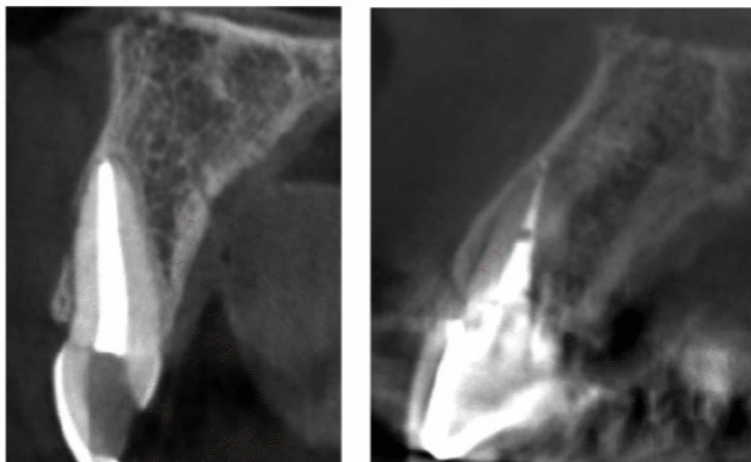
Dehiscencia en diente anterior Fig. 28 Ejemplo de CBCT con lesión apical
